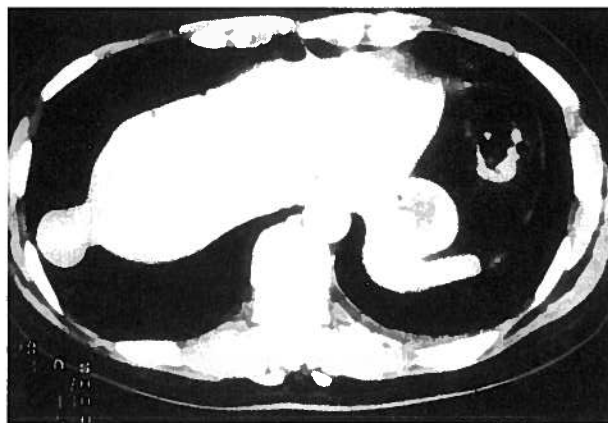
TAC torácica evidenciando uma pequena hérnia transdiafragmática de conteúdo hepático
